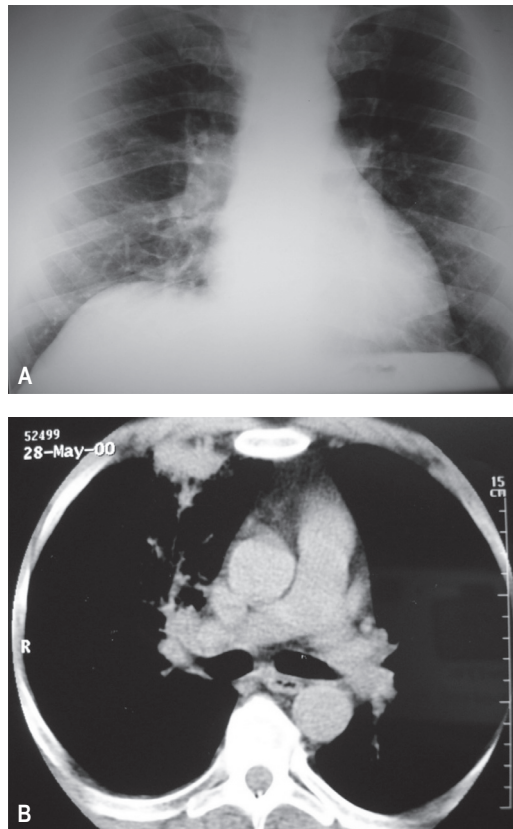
RX revela consolidações peri-hilares no pulmão direito associada a linfonodomegalia homolateral. B – TC do tórax em janela para o mediastino revela linfonodomegalia hilar e consolidação anterior no terço médio do pulmão direito
